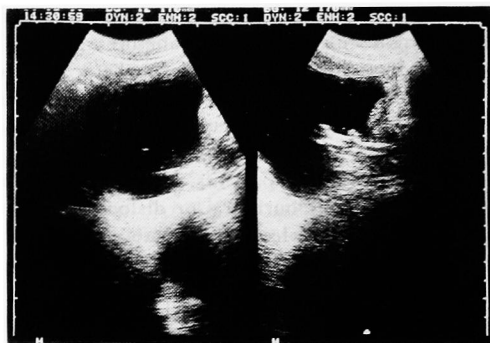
Ultrasonography. IUC was placed into the bladder neck and posterior urethra.
